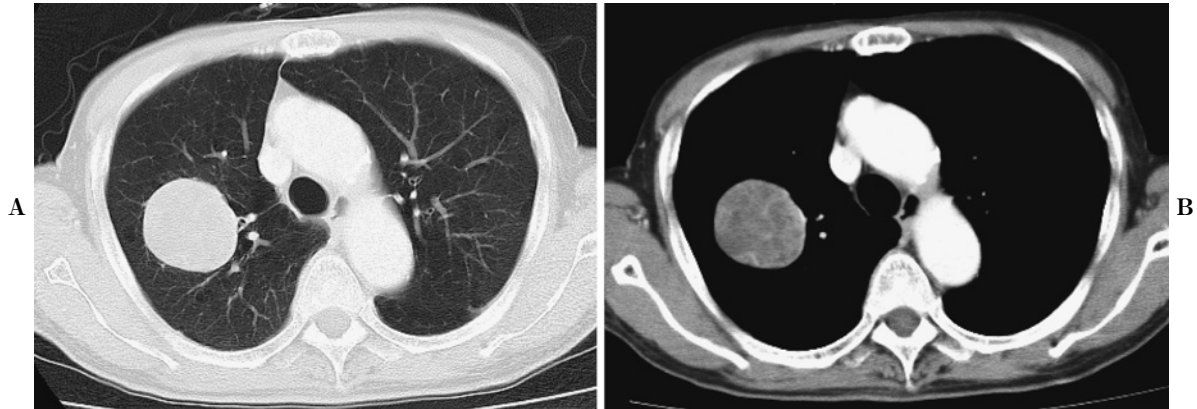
Chest CT disclosed a well-defined circumscribed tumor shadow measuring 5.2 cm in diameter in the right upper lobe of the lung.
